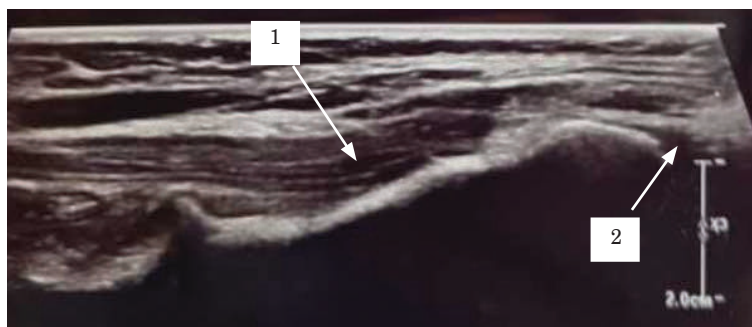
УЗИ срединного нерва в В-режиме, продольное сканирование: 1 – срединный нерв; 2 – сформированная костная мозоль
